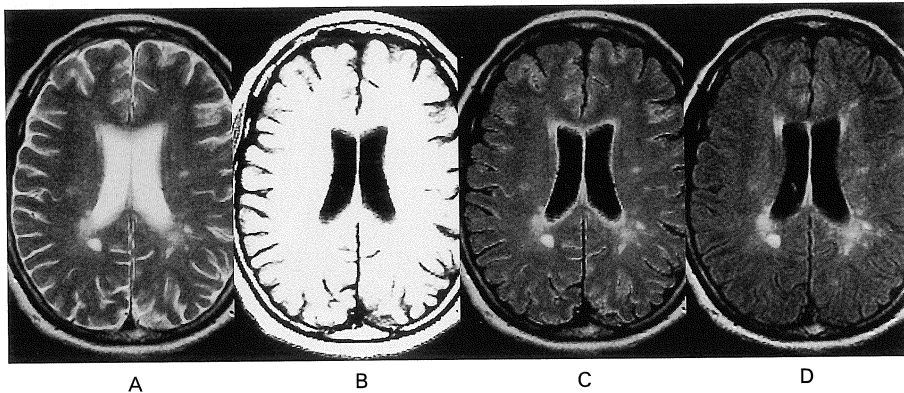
Calculated CSF-suppressed T<sub>2</sub>-weighted images and FLAIR images
